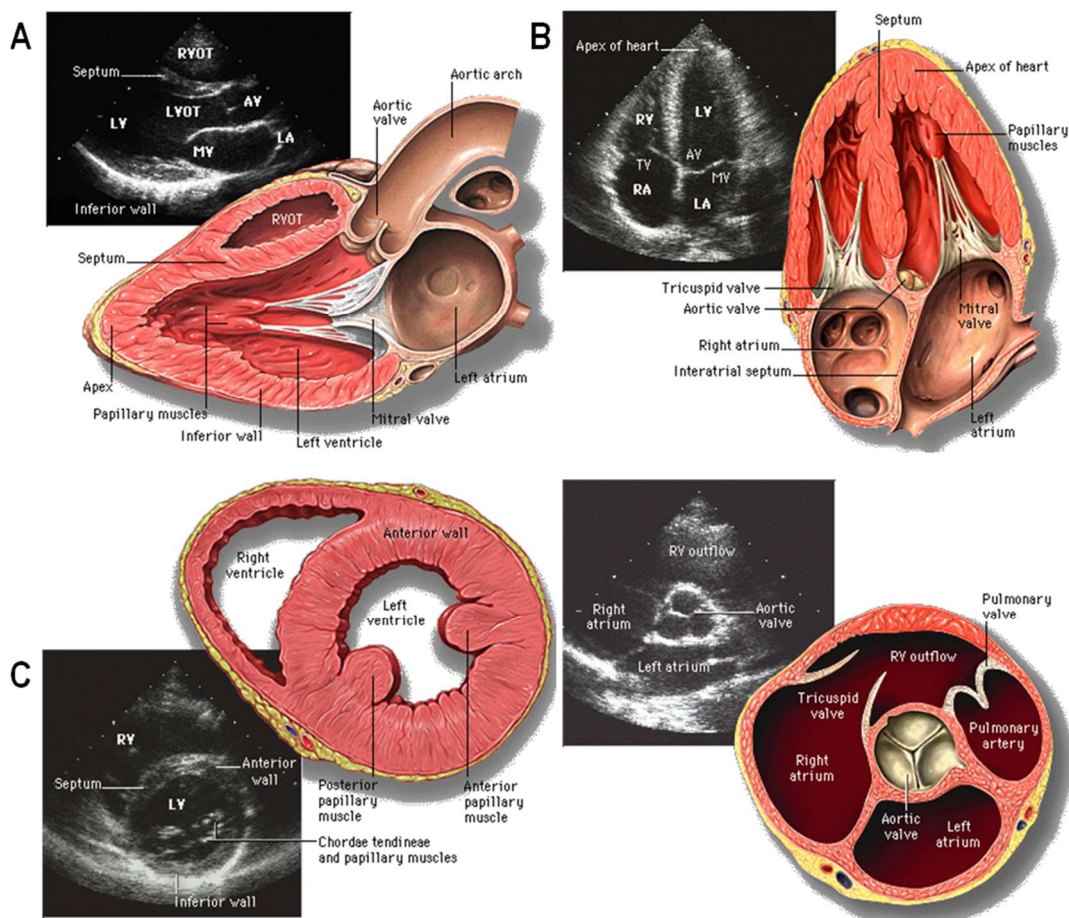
Fenêtres radiologiques standards en échocardiographie transthoracique.
